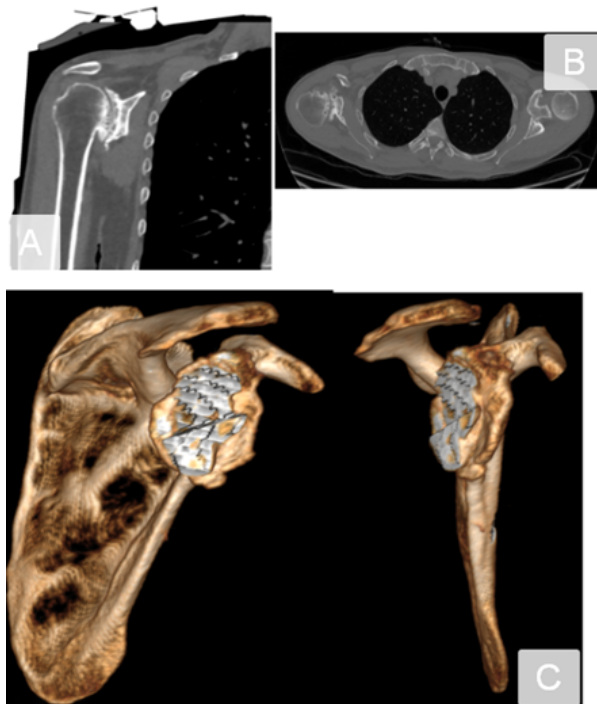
МСКТ правого плечевого сустава пациента М до операции.
